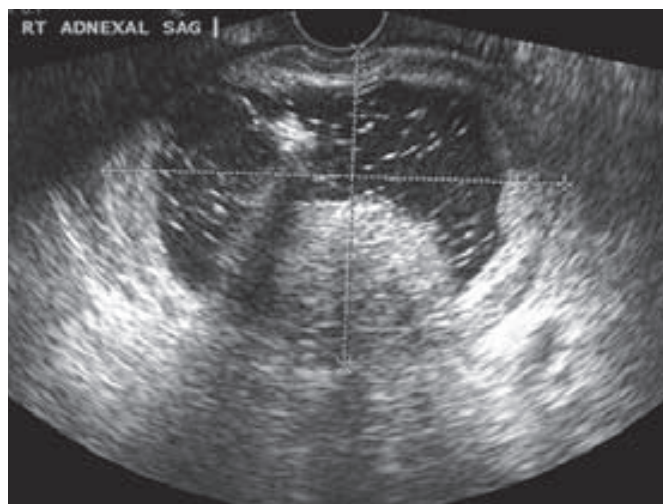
Ecografía que muestra las características de un teratoma quístico maduro. Las líneas punteadas blancas corresponden al pelo y al gran nódulo mural que se observa a lo largo de la pared inferior del quiste. (Cortesía de la Dra. Elysia Moschos.)
